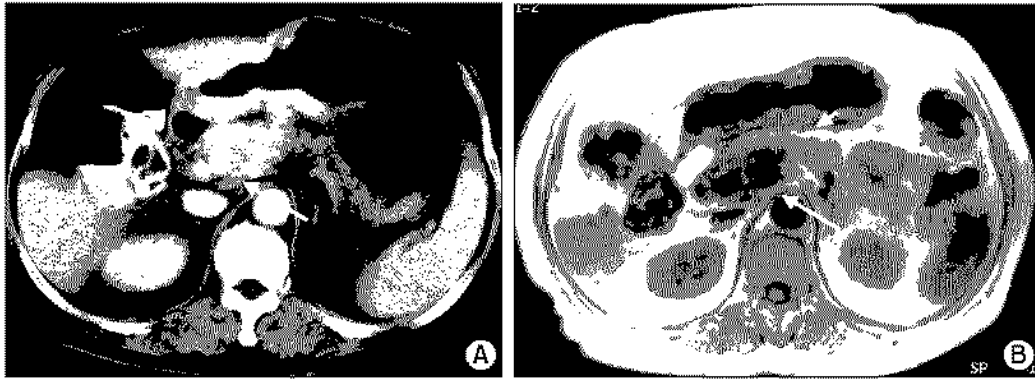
(A) CT 스캔, (B) T1 강조영상. 위장 두부 뒷쪽에 큰 전이 림프절이 관찰되며(긴 화살표) MRI 영상에서 전이 림프절과 위장(짧은 화살표)이 신호강도의 차이로 훨씬 잘 구별되어 보인다.
